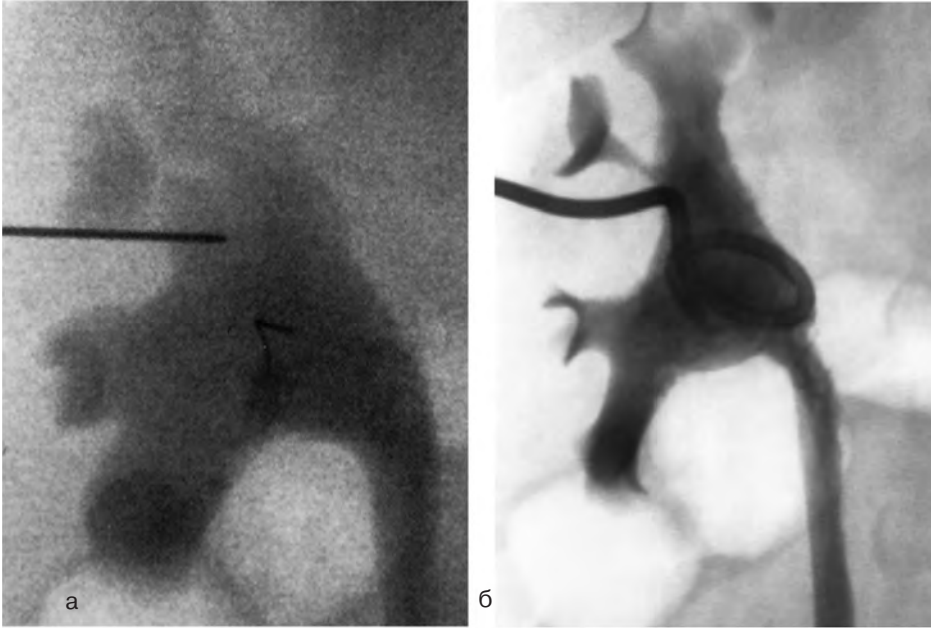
ЧПНС под рентгенологическим контролем:
